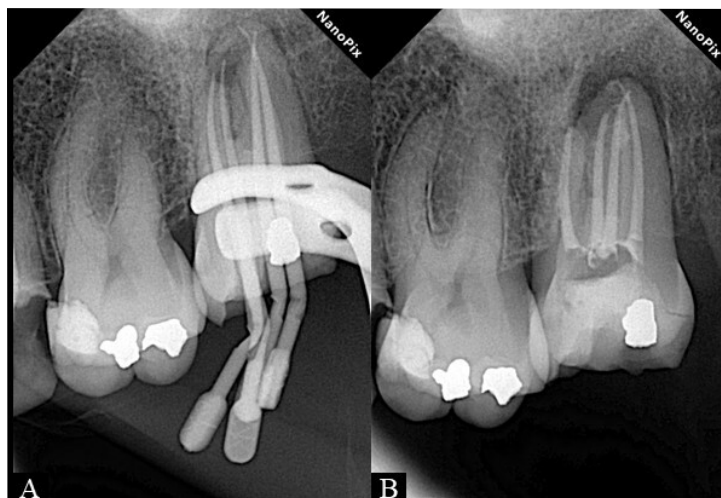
A) Radiografia periapical de prova do cone; B) radiografia final
